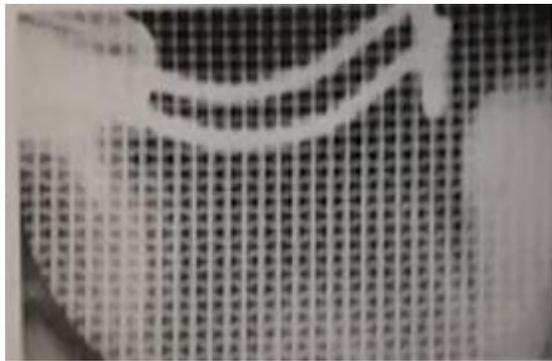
Radiografía de mantenedor propioceptivo⁸
